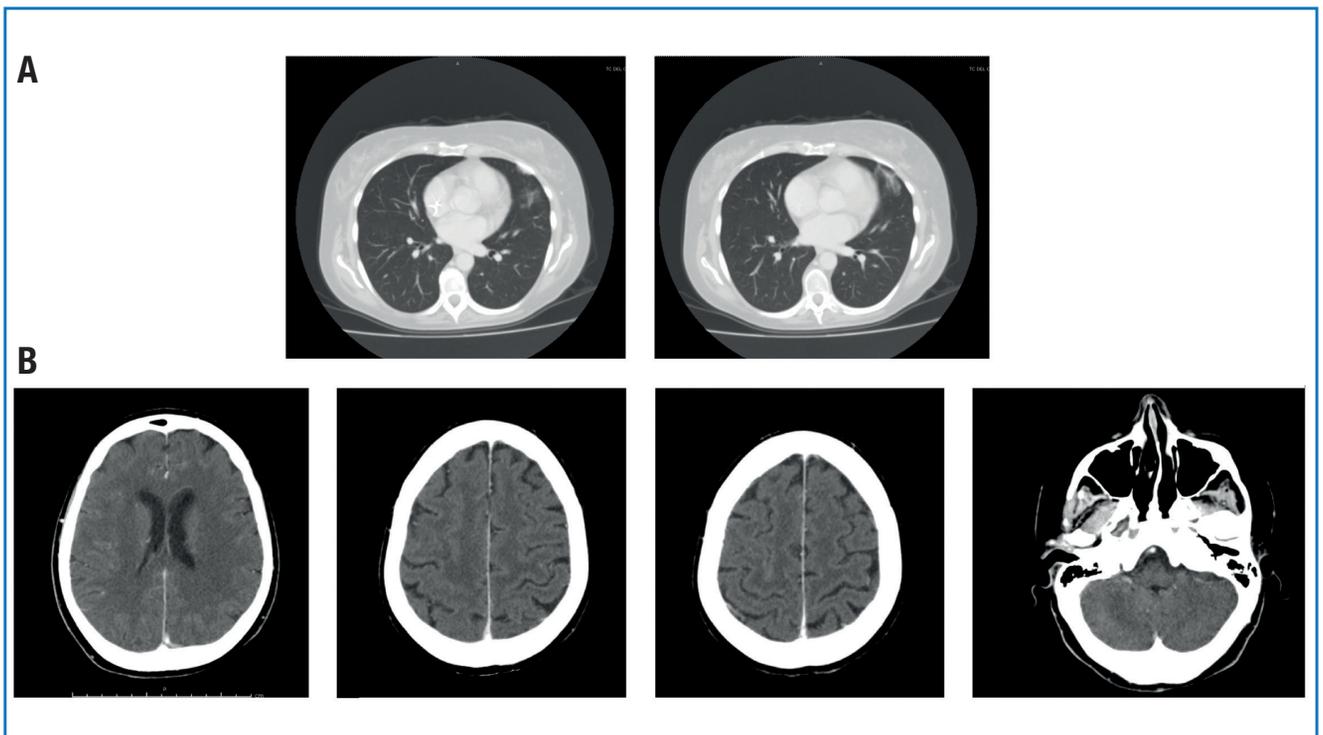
TAC dopo 3 cicli di trattamento con lapatinib piú capecitabina con evidenza di (A) netta riduzione dei secondarismi polmonari e (B) scomparsa delle lesioni cerebrali.
